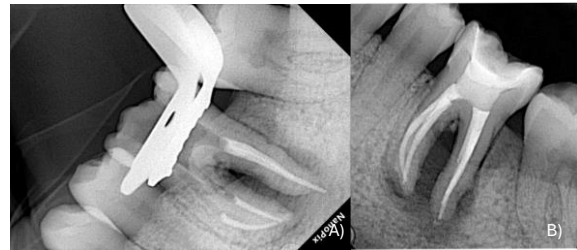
Radiografía de control a los 4 meses de seguimiento.
